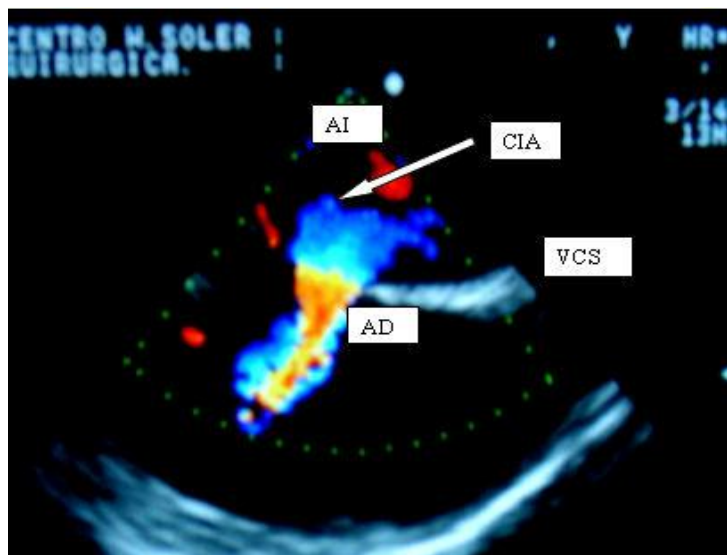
Comunicación interauricular de tipo *ostium secundum* con cortocircuito izquierda–derecha. Ecocardiografía transesofágica. Vista bicava. Eje Longitudinal.
